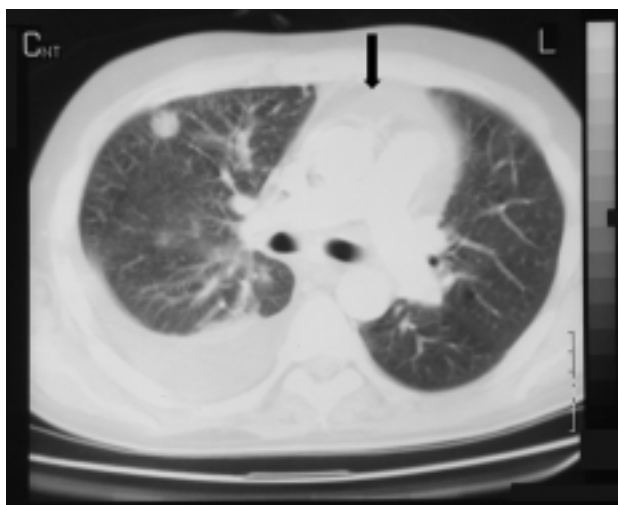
Tomografía computarizada (TC) torácica de un paciente que ingresó con un cuadro de taponamiento cardíaco. En la TC (practicada después de la pericardiocentesis) se observó la presencia de derrame pericárdico (ya conocido) (flecha), pero permitió identificar la presencia de una tumoración pulmonar, adenopatías y de una imagen sugestiva de linfangitis carcinomatosa. El diagnóstico final fue de adenocarcinoma de pulmón con pericarditis neoplásica metastásica.
